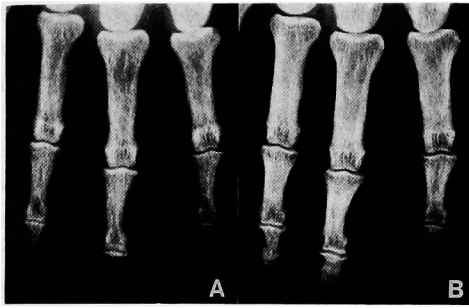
Finger X-ray film. Marked improvement of the subperiosteal bone resorption and the tuft disappearance was noted 68 months after subtotal parathyroidectomy. (A: before operation, B: after operation)
